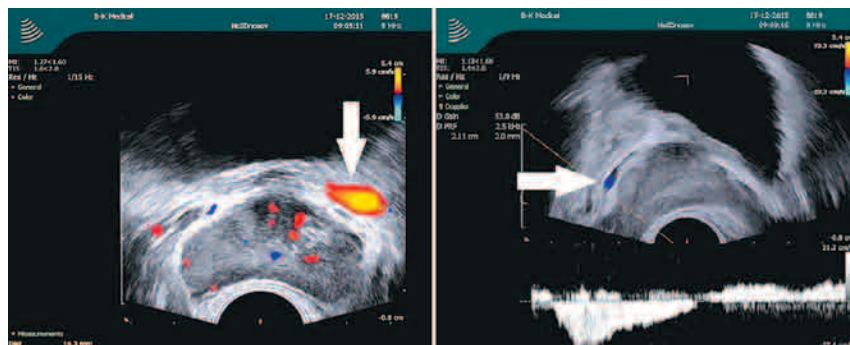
Цветное доплеровское ТРУЗИ простаты у пациента К., 42 лет, с двусторонним варикоцеле 3 стадии. Диаметр вены слева 14,3 мм, скорость кровотока 5,9 см/с (слева). Скорость кровотока при пробе Вальсальвы 17,4 см/с (справа). Выраженный варикоз простаты (3 стадия). Стрелками указано расширение вен простаты
